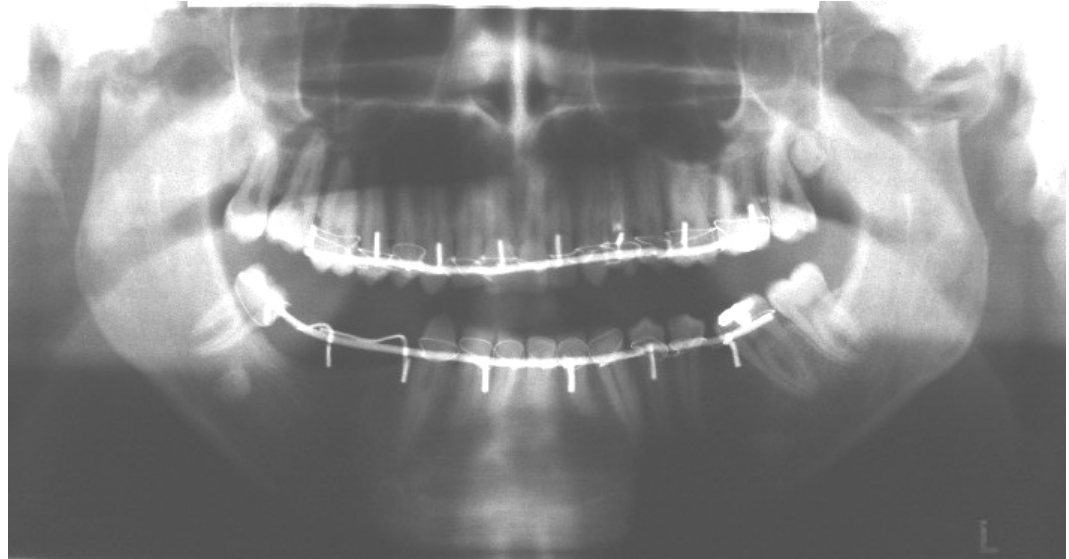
Röntgenaufnahme Post OP von Patient Nr. 35
